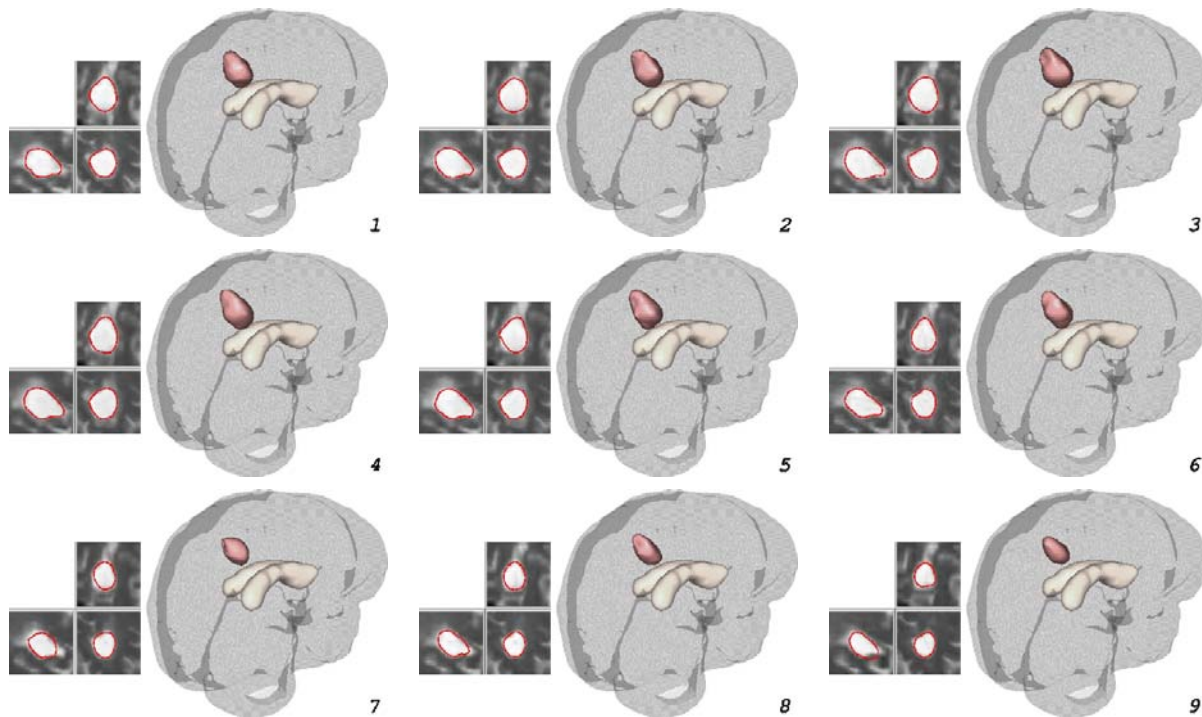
On peut améliorer la segmentation des lésions évolutives en considérant notre segmentation initiale (obtenue après seuillage du jacobien et présentée à la figure 7.24 pour cet exemple) comme une surface déformable «guidée» par le gradient de l'IRM.
